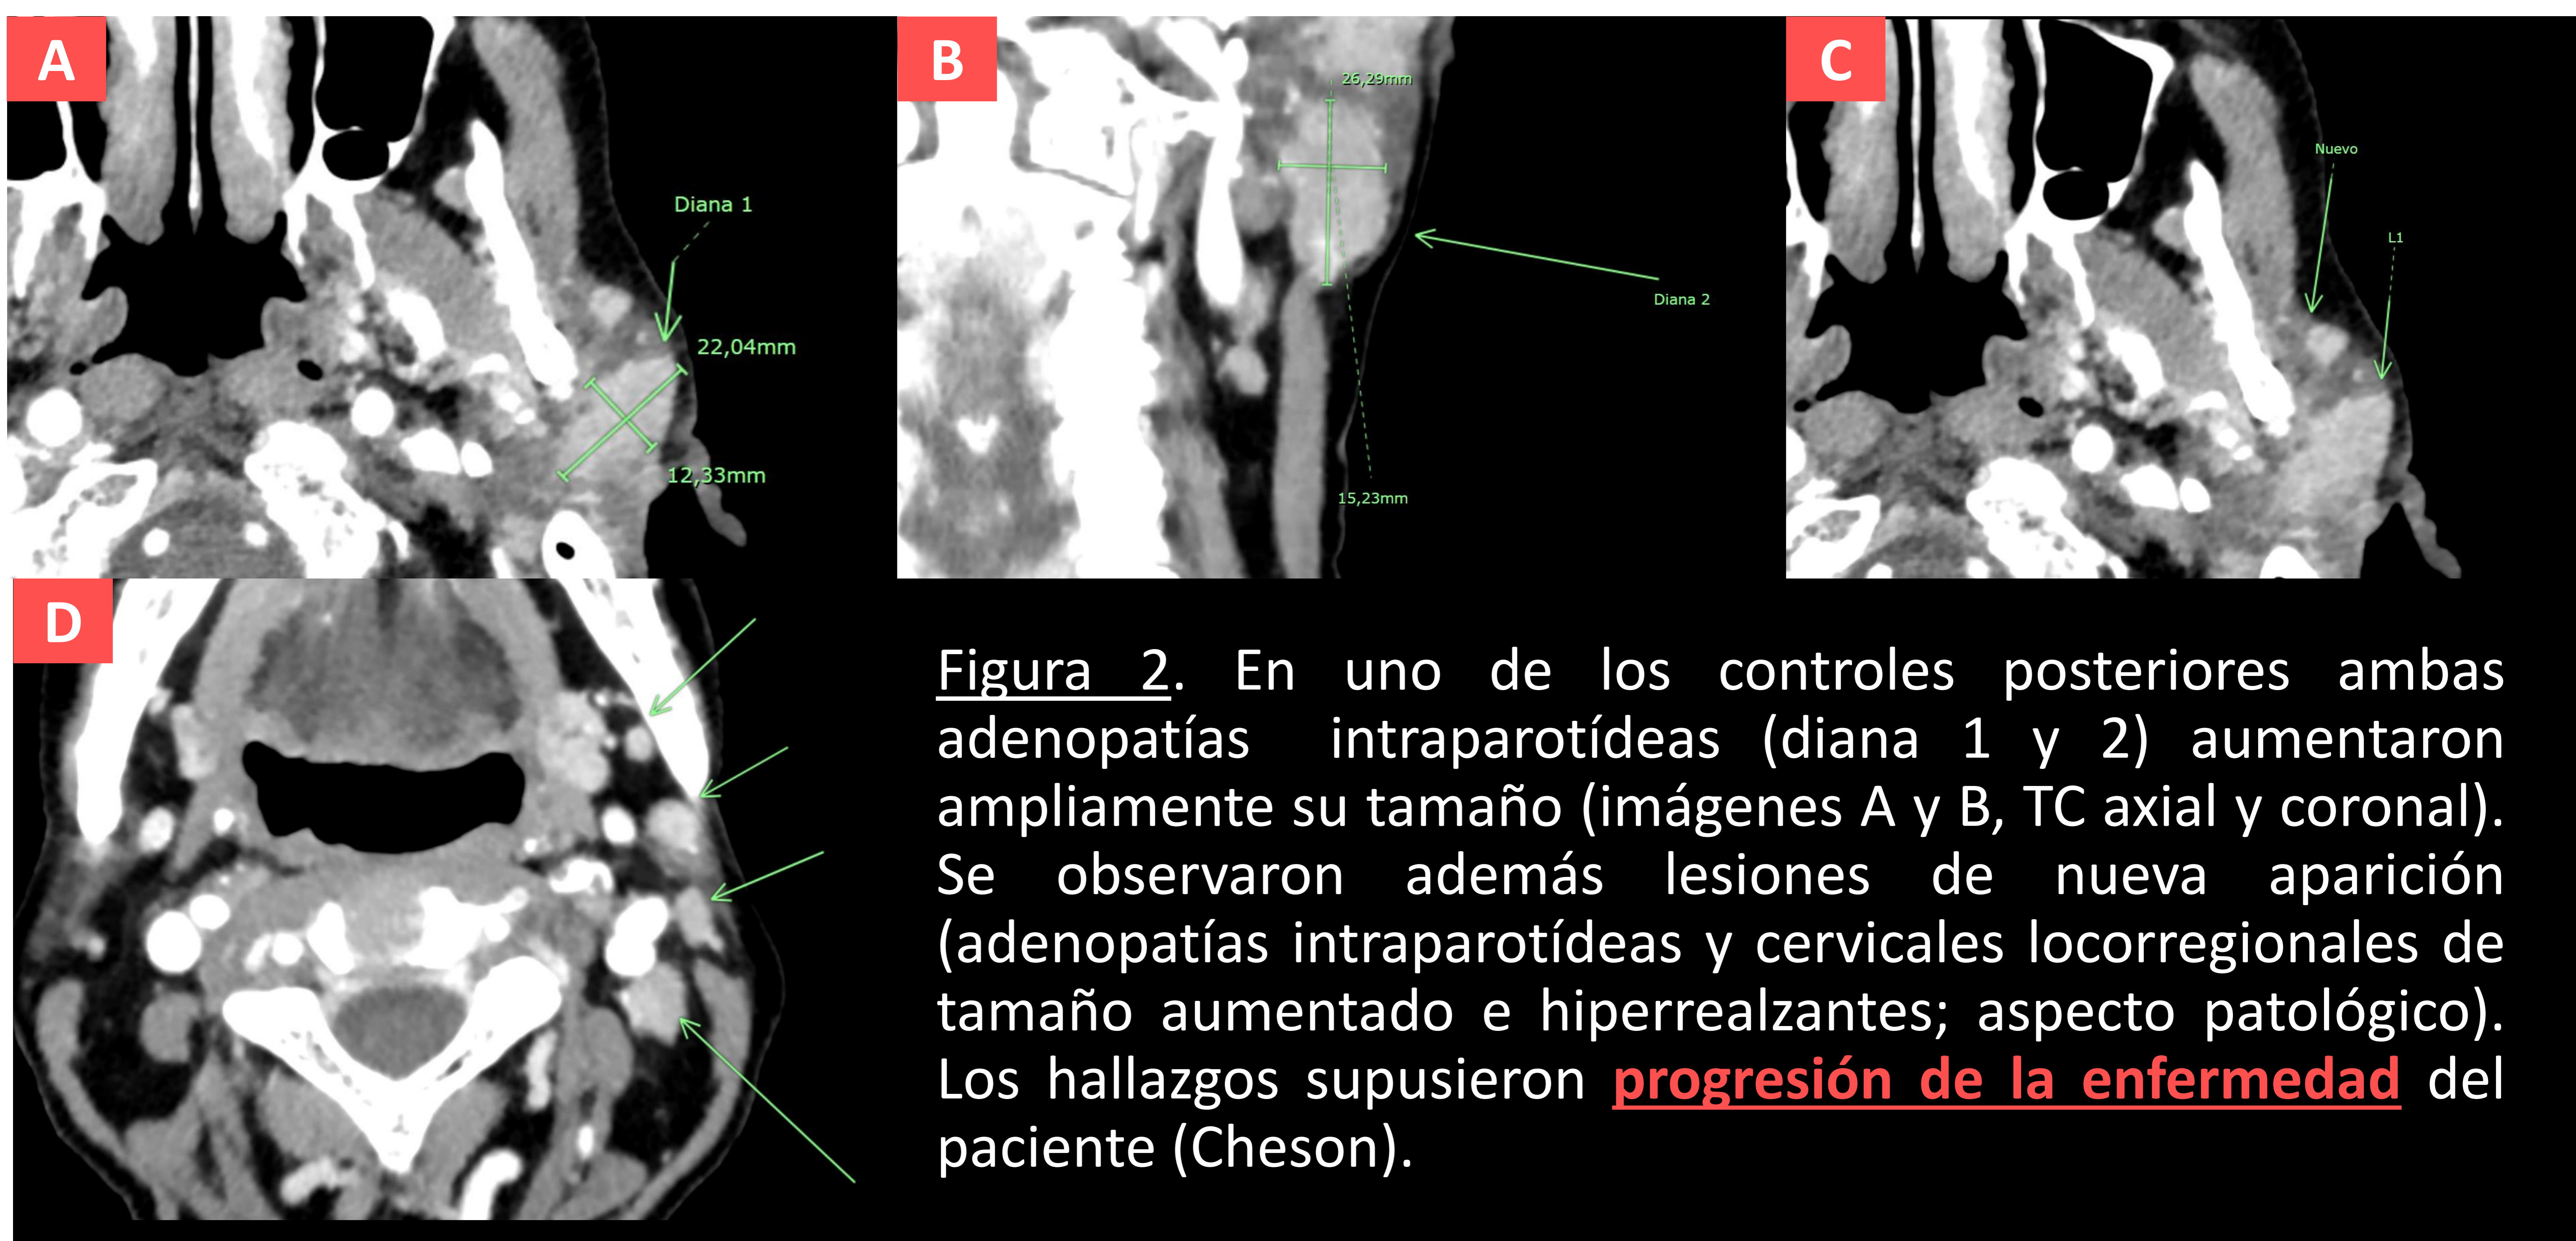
En uno de los controles posteriores ambas adenopatías intraparotídeas (diana 1 y 2) aumentaron ampliamente su tamaño (imágenes A y B, TC axial y coronal). Se observaron además lesiones de nueva aparición (adenopatías intraparotídeas y cervicales locorregionales de tamaño aumentado e hiperrealzantes; aspecto patológico). Los hallazgos supusieron progresión de la enfermedad del paciente (Cheson).
